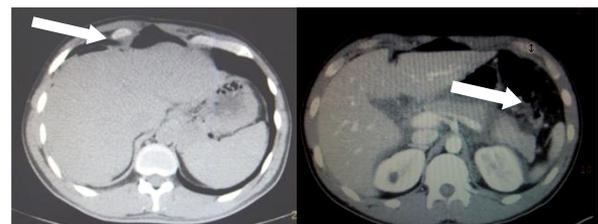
A, TC con imagen de neumoperitoneo asociado a perforación de intestino delgado. B, TC con imagen de laceración pancreática por trauma cerrado.
